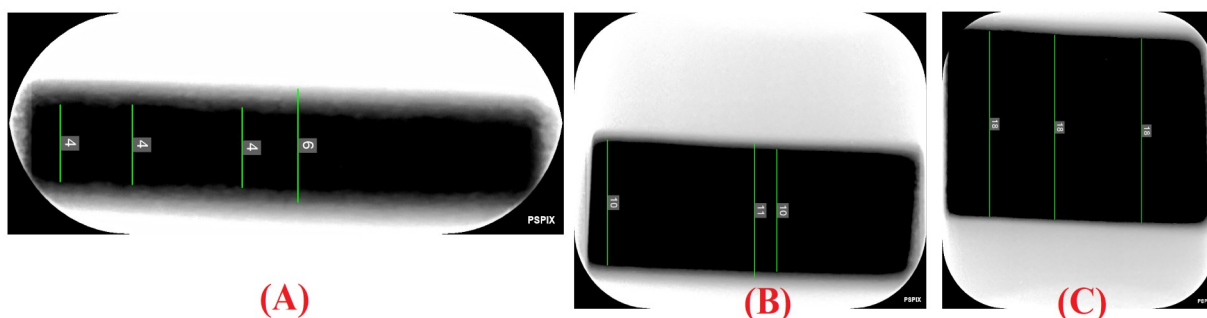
Placas de fósforo fotoestimulable reveladas por el equipo PSPIX (ACTEON) de la facultad de odontología de la UCR y procedas por el software Sopro. Las imágenes (A), (B) y (C) respectivamente corresponden con las siguientes colimaciones del sistema CT: 1×5 mm, 6×1.2 mm y 12×1.2 mm. Parámetros del tubo de rayos X: 70 kVp y 30 mA.
